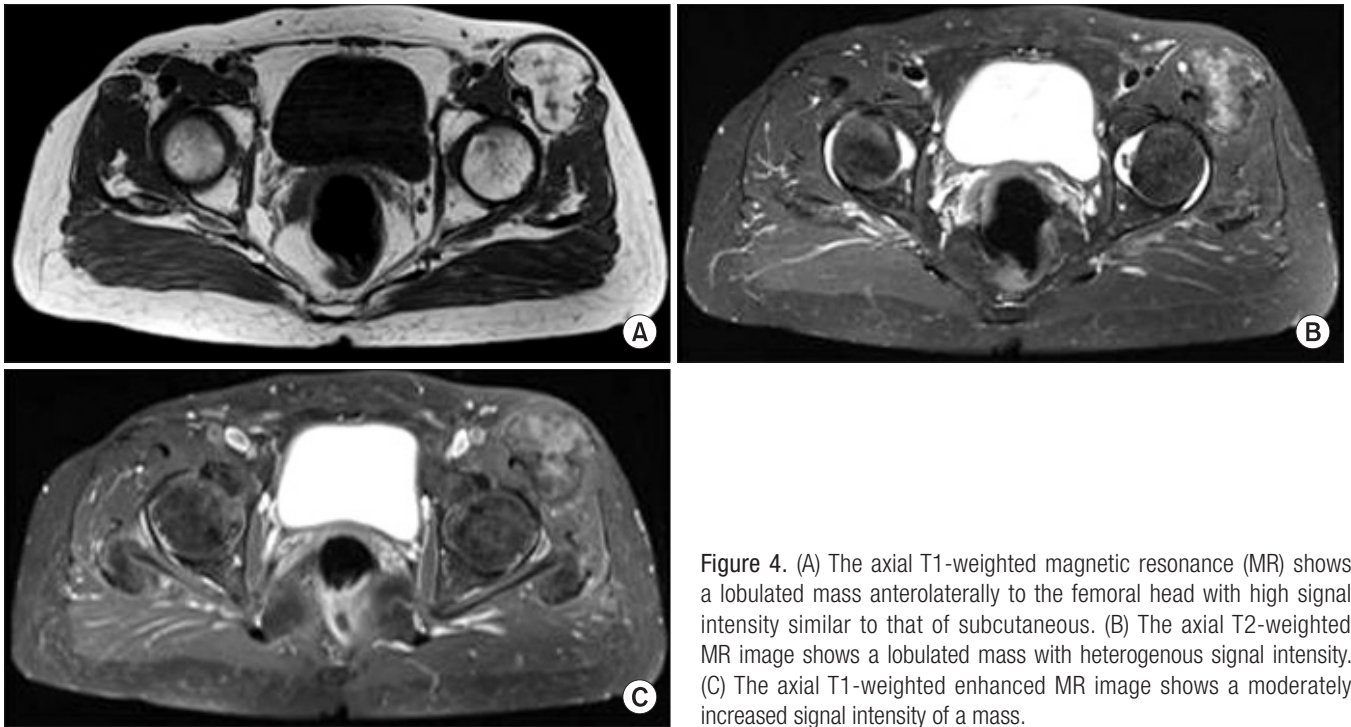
(A) The axial T1-weighted magnetic resonance (MR) shows a lobulated mass anterolaterally to the femoral head with high signal intensity similar to that of subcutaneous. (B) The axial T2-weighted MR image shows a lobulated mass with heterogenous signal intensity. (C) The axial T1-weighted enhanced MR image shows a moderately increased signal intensity of a mass.
